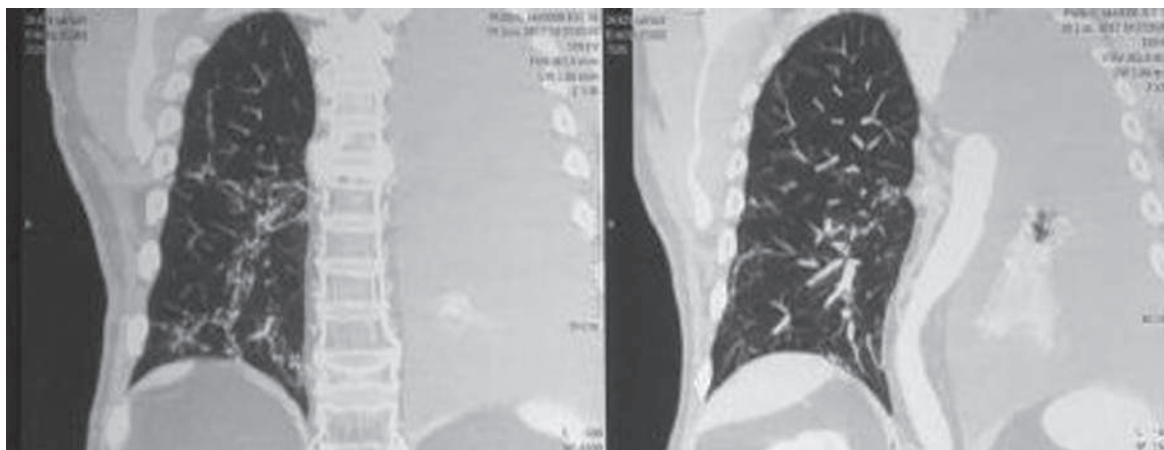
Хворий І., КТ ОГП при госпіталізації.
